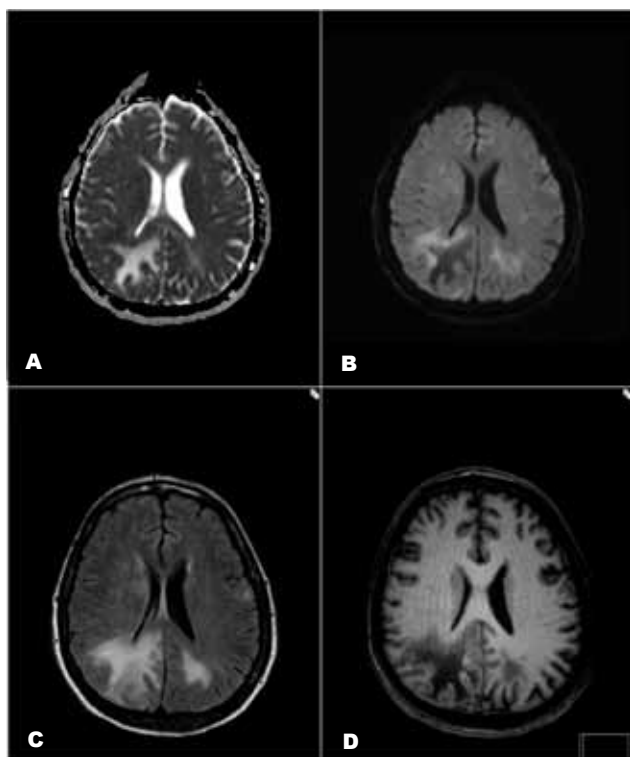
Caso 1. Estudo difusão axial (A) mapa ADC e (B) sequência DWI; FLAIR axial (C) e T1 axial (D) mostra lesão extensa e confluyente centrada na coroa radiada direita, substância branca sub-cortical (com envolvimento das fibras U) occipito-parietal homolateral, estendendo-se ao corpo caloso com extensão contralateral através desta estrutura. Heterogeneidade lesional com hipointensidade no mapa ADC e hiperintensidade na sequência DWI (restrição à difusão) à periferia e hiperintensidade no mapa ADC e hipointensidade na sequência DWI e na região central da lesão.
